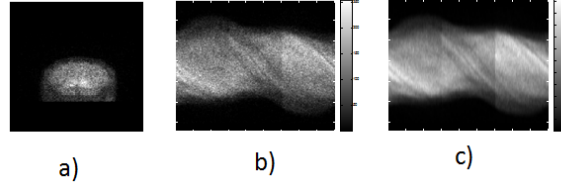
a) Una imagen raw SPECT para un control (de un total de 180 proyecciones obtenidas cada 2 grados), b) sinograma SPECT, c) sinograma SPECT filtrado.
